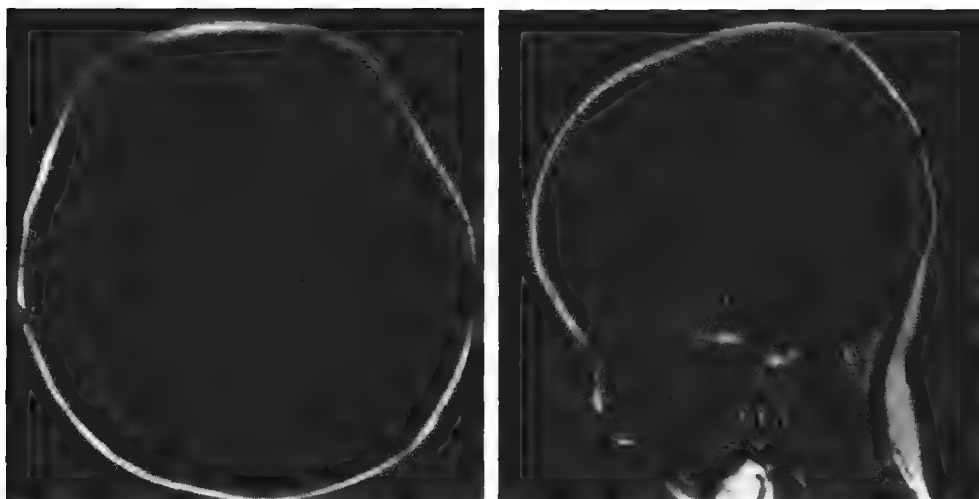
梗阻性脑积水 (男, 6 个月, 颅脑 MRI)
